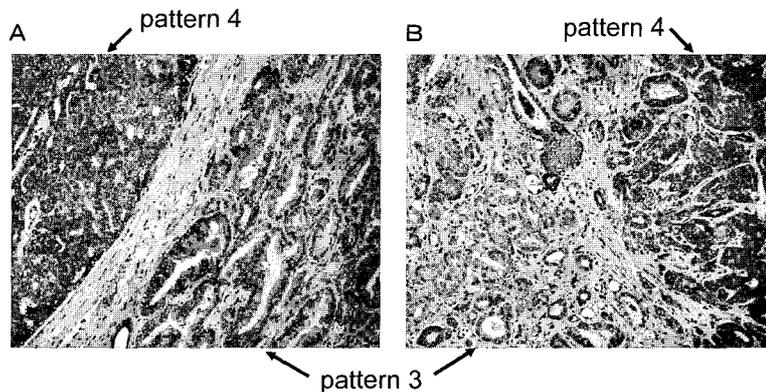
RM2による免疫染色例: Gleason patterns 3と4の対比
